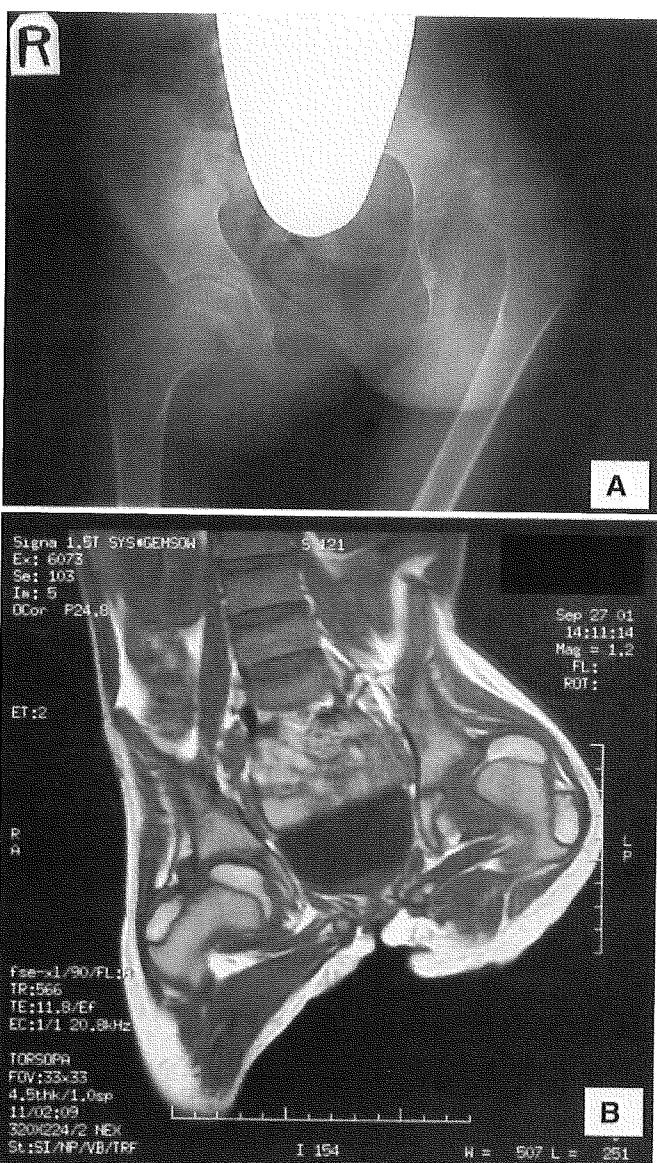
Affected hip joint at first visit. A Radiography revealed severe osteoporosis with a dislocated left hip joint in addition to acetabular dysplasia. B Magnetic resonance imaging indicated normal intensity of the femoral head, suggesting the absence of idiopathic osteonecrosis
